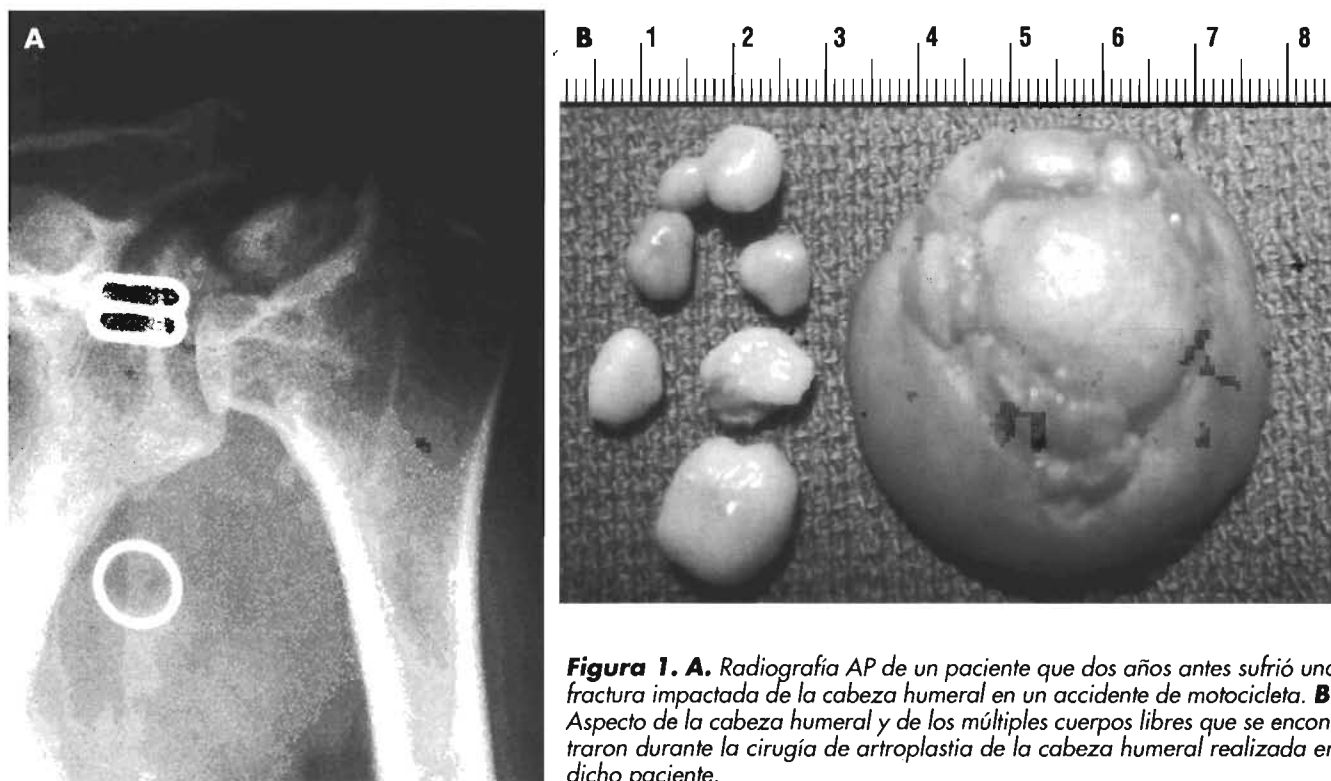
A. Radiografía AP de un paciente que dos años antes sufrió una fractura impactada de la cabeza humeral en un accidente de motocicleta. B. Aspecto de la cabeza humeral y de los múltiples cuerpos libres que se encontraron durante la cirugía de artroplastia de la cabeza humeral realizada en dicho paciente.
